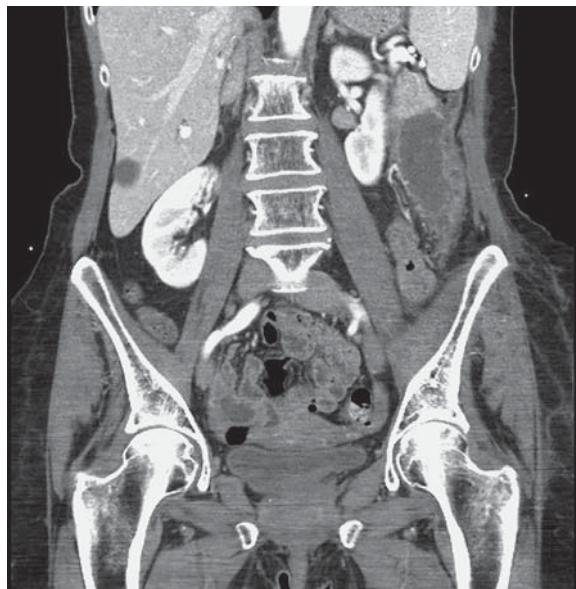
Компьютерная томограмма. Большая псевдокиста хвоста ПЖ с нагноением. Исследование с внутривенным контрастированием, 2013 г.
